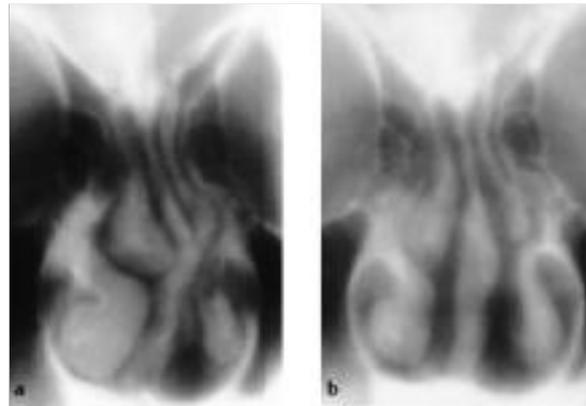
Röntgenomografie durch zyklonale Verwischungstechnik (aus dem Jahr 1972) von einem Patienten mit pathologischer Septumdeviation, welche operativ in eine physiologische Deviation umgewandelt wurde.
